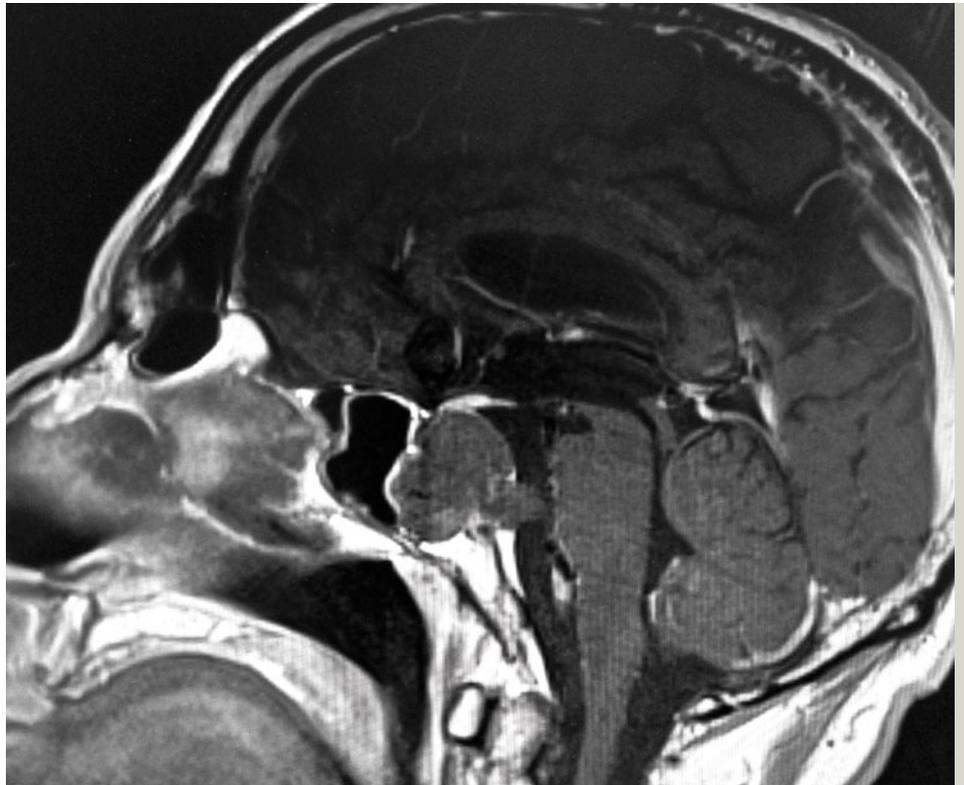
In den sagittalen MRT-T1-Aufnahmen (mit KM) ist der große Rezidivtumor intrasellär mit Durchbruch des Clivus und Wachstum auf die Pons deutlich zu erkennen.
